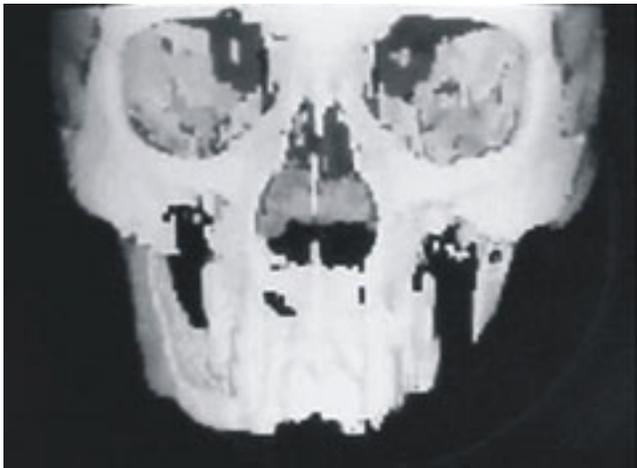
TAC con reconstrucción 3D preoperatoria a la reconstrucción secundaria mandibular.
